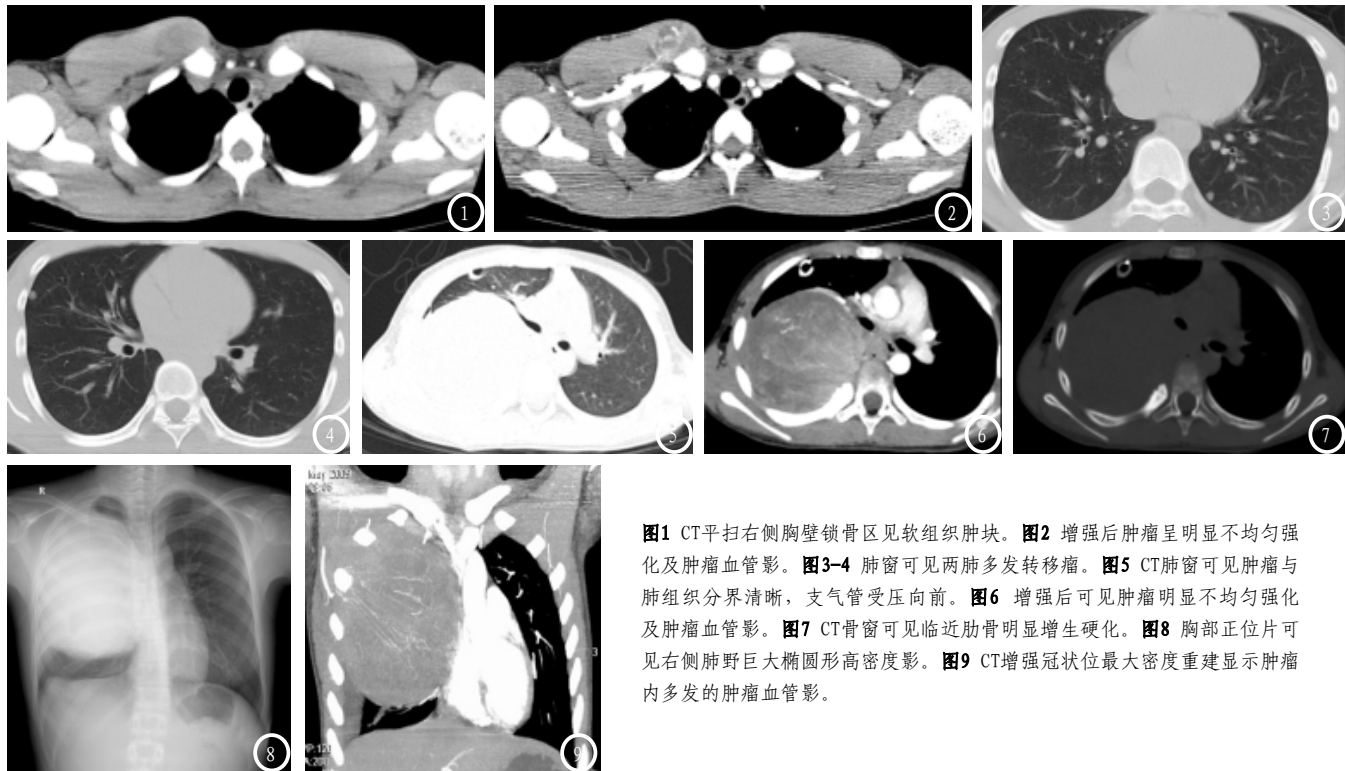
CT平扫右侧胸壁锁骨区见软组织肿块。图2 增强后肿瘤呈明显不均匀强化及肿瘤血管影。图3-4 肺窗可见两肺多发转移瘤。图5 CT肺窗可见肿瘤与肺组织分界清晰，支气管受压向前。图6 增强后可见肿瘤明显不均匀强化及肿瘤血管影。图7 CT骨窗可见临近肋骨明显增生硬化。图8 胸部正位片可见右侧肺野巨大椭圆形高密度影。图9 CT增强冠状位最大密度重建显示肿瘤内多发的肿瘤血管影。
